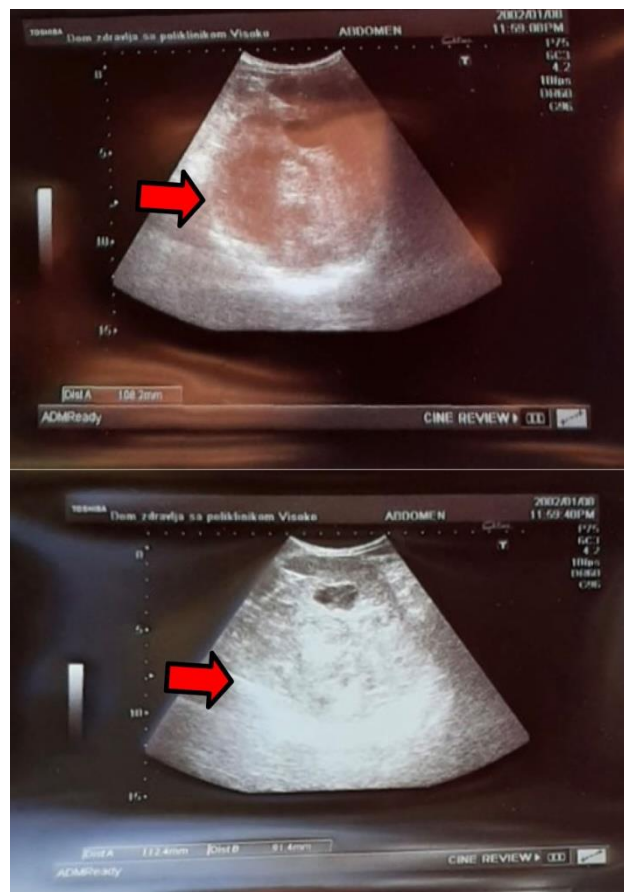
Ultrasound showing well circumscribed, heteroechoic tumor lesion (Medical Centre Visoko)
